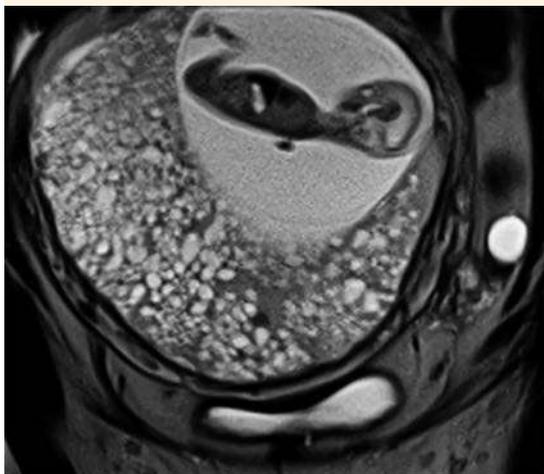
Resonancia magnética, corte coronal, donde se observan dos placentas. Una con aumento de tamaño y características hidrópicas y la otra con feto vivo dentro del saco amniótico.
